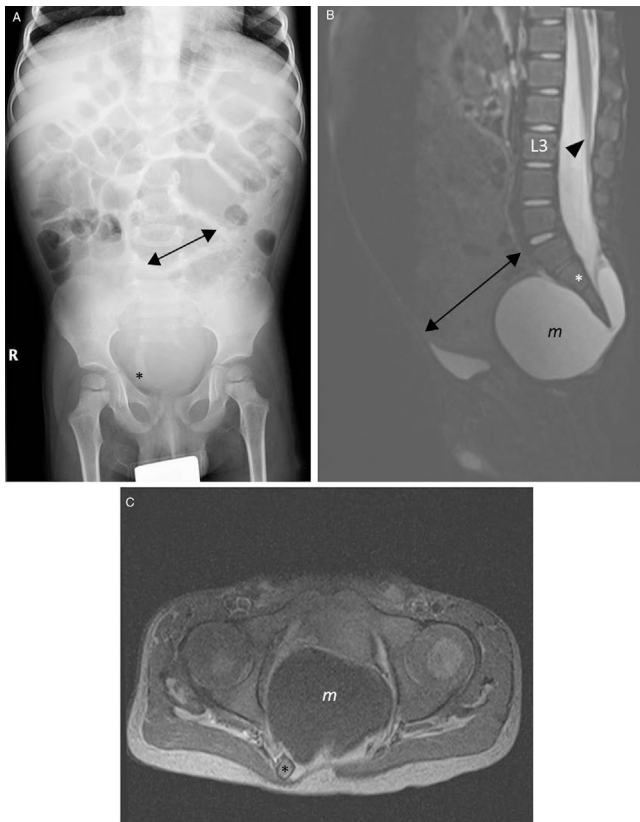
Estudios de imagen. A) Radiografía simple de abdomen. Distensión del sigma (flechas) por restos fecales y desviación del coxis a la derecha (*) («deformidad en cimitarra»). B y C) RM lumbosacra. B) Secuencia T2 sagital. Voluminosa masa presacra (*m*) con señal alta similar al líquido cefalorraquídeo e insuficiencia del segmento sacro inferior (*). Distensión del sigma (flechas) por abundantes restos fecales. Médula anclada (cabeza de flecha) con cono medular en L3 (normal hasta L2). C) Secuencia T1 axial poscontraste. La porción caudal de la masa presacra con señal baja similar al LCR (*m*) no muestra captación de contraste. Coxis desviado a la derecha (*).
